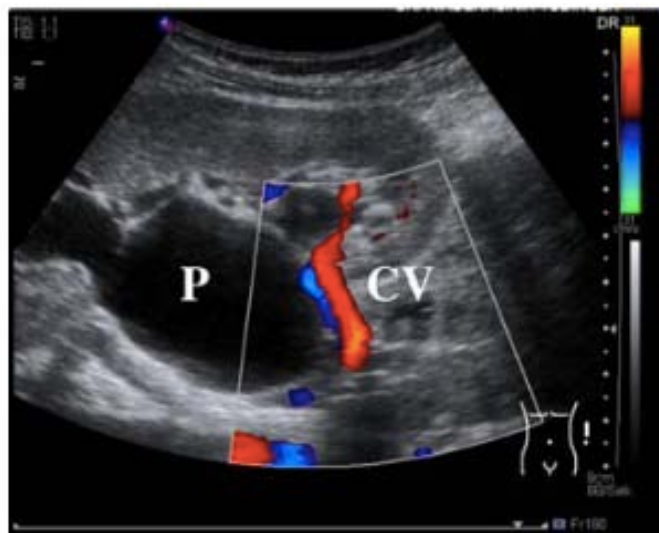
Echographie Doppler couleur (P : bassinets du rein, CV vaisseaux croissants la JPU)(41)
